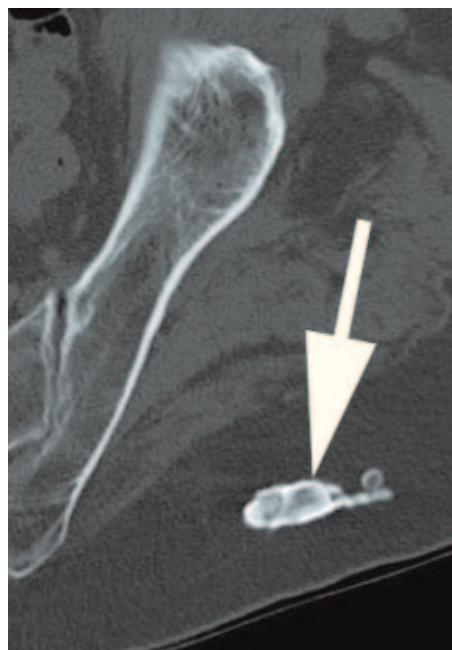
Ossification analogue à du tissu osseux physiologique en radiographie (à gauche) et au scanner (à droite).
